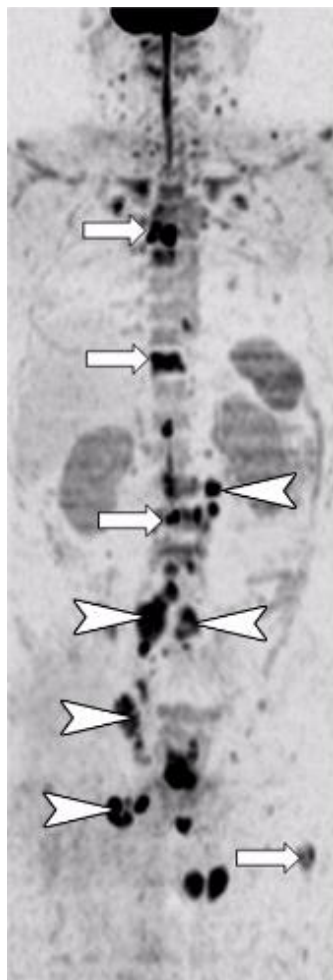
⁹² : Multiples hypersignaux (flèches) témoignant de métastases osseuses dans le cadre d'un cancer de la prostate (IRM de diffusion corps entier)
